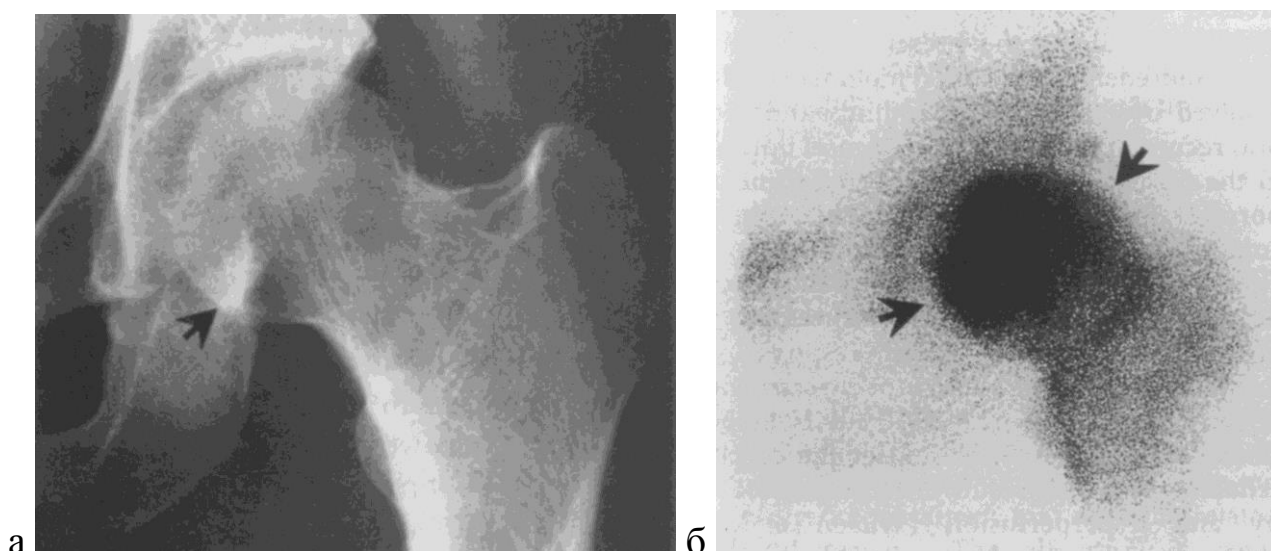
Рентгенограмма (а) и сцинтиграмма (б) тазобедренного сустава с транзиторным остеопорозом головки левого бедра. Повышенная аккумуляция РФП в области регионарного остеопороза
